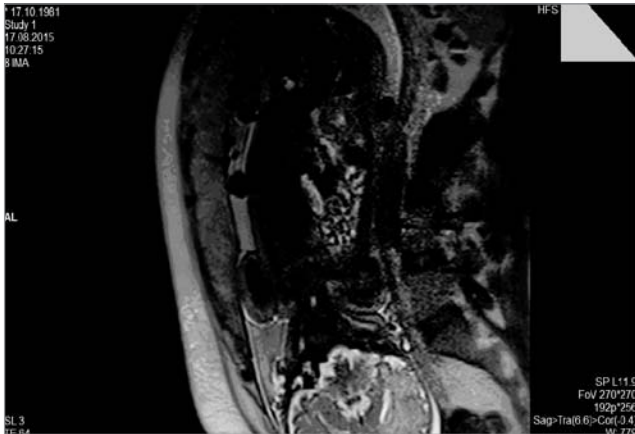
Магнітно-резонансна томографія плода (35-й тиждень гестації): двобічна хибна діафрагмальна грижа
